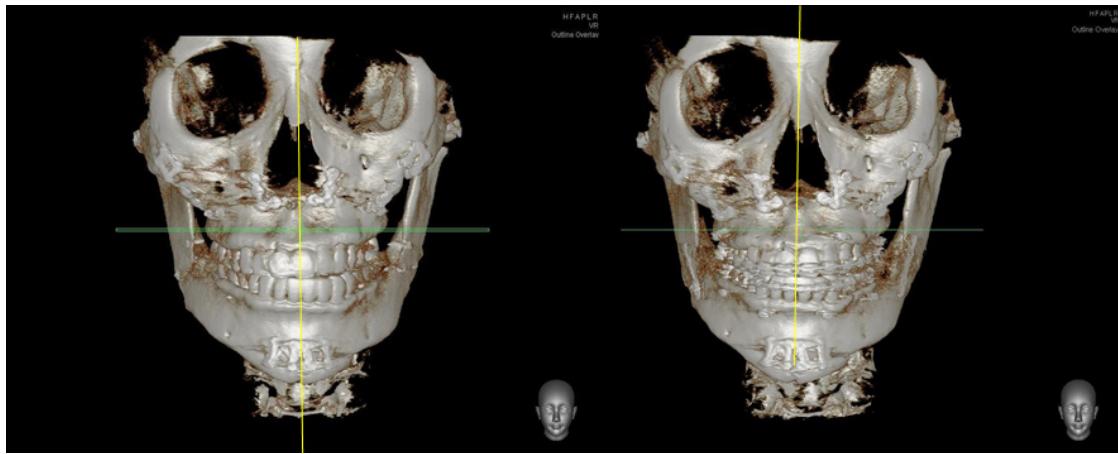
Pre and postoperative 3D cone-beam computed tomographic images.
